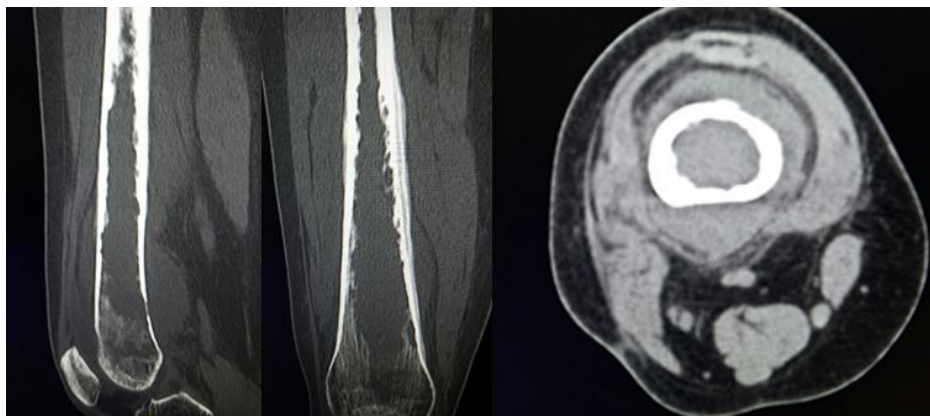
Tomografía axial computarizada del muslo derecho en planos sagital, coronal y axial. Obsérvense la masa heterogénea que invade el canal medular, osteolisis y periostitis.
